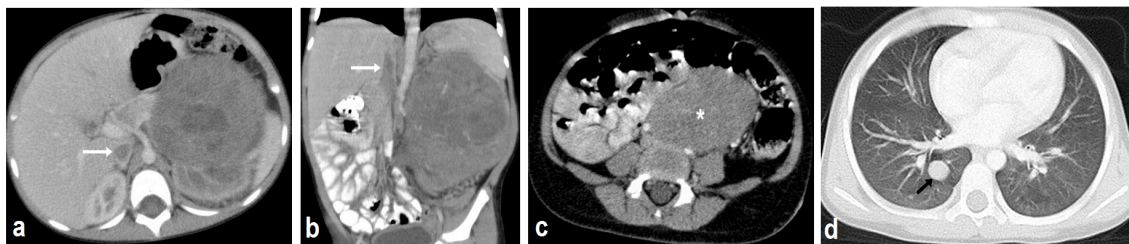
Paciente femenina de 4 años de vida. Tomografía contrastada de abdomen que al momento del diagnóstico muestra masa sólida, heterogénea, con áreas de necrosis central de origen renal izquierdo con resultado patológico de tumor de Wilms favorable. Se asociaba a trombosis de la vena cava inferior (flechas blancas en a y b). Tomografía contrastada de abdomen 7 meses después muestra recaída tumoral en localización retroperitoneal (asterisco en c) y metástasis pulmonares (flecha negra en d).
